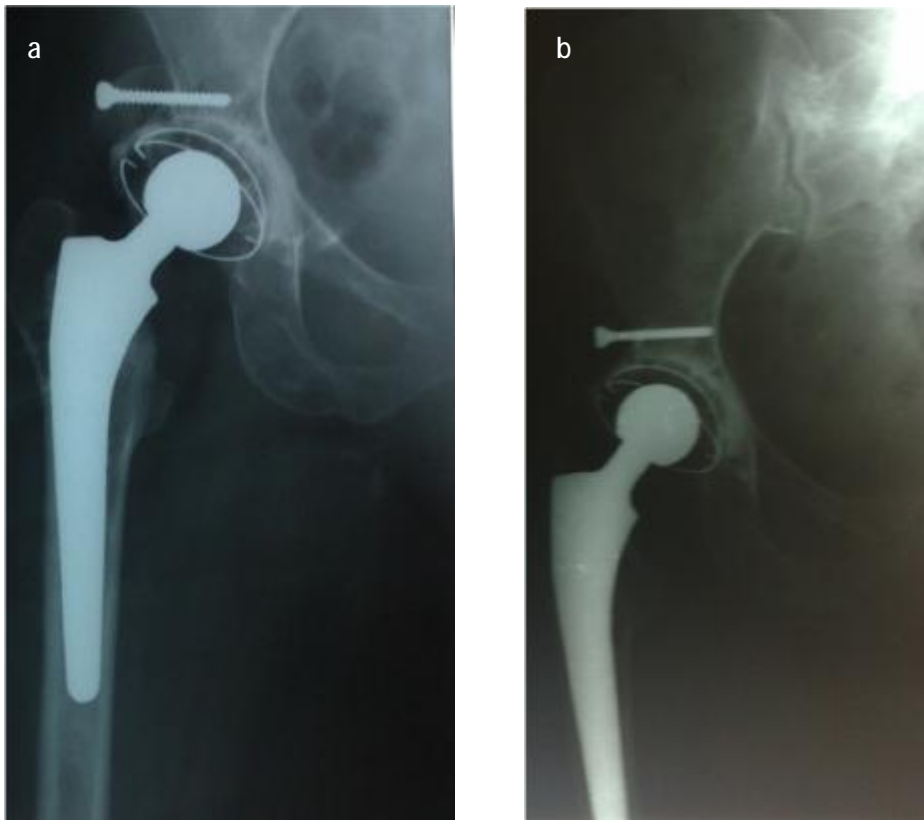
Radiographie de bassin face après une reconstruction osseuse par greffe spongieuse du fond du cotyle montrant l'inclinaison de la cupule prothétique qui est de 45° (Patient de notre série, dossier N°91/06).
